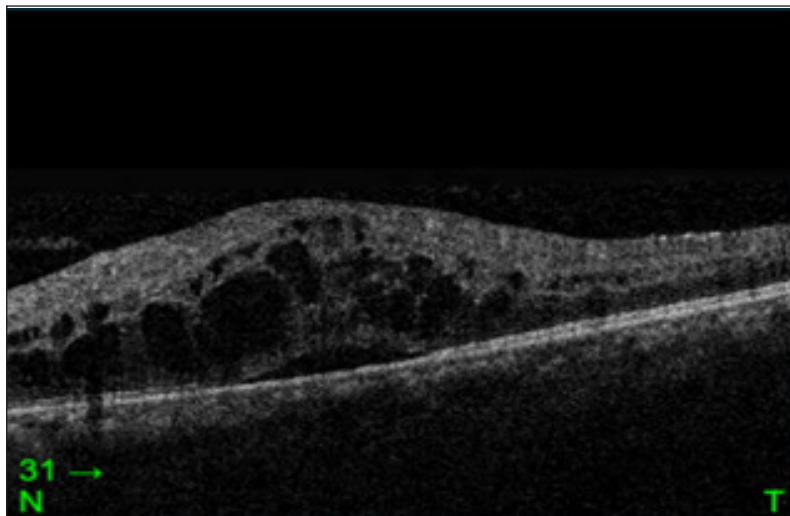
Optical cohérence tomography maculaire d'un œdème maculaire cystoïde avec une lame de décollement séro rétinien
